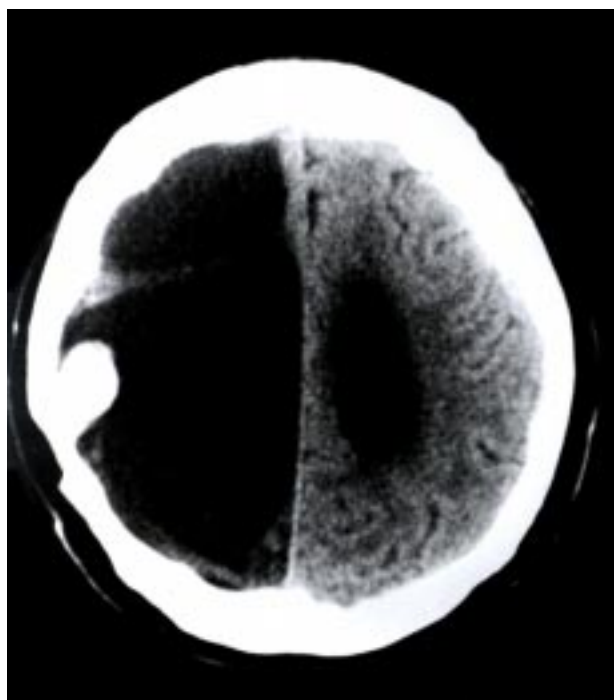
Tomografía axial computarizada de cráneo. Se aprecia reservorio valvular por dentro de la tabla interna.
